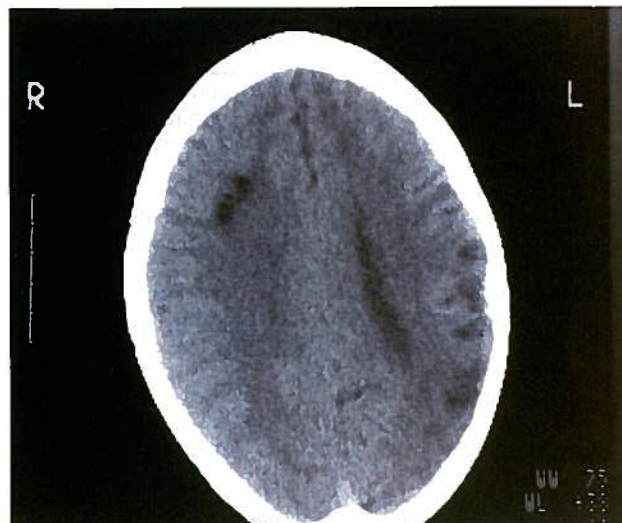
Tomografia Axial Computorizada craneioencefálica realizada 2 meses após a primeira. Multiplicação das imagens isquémicas e atrofia cortical esquerda.
